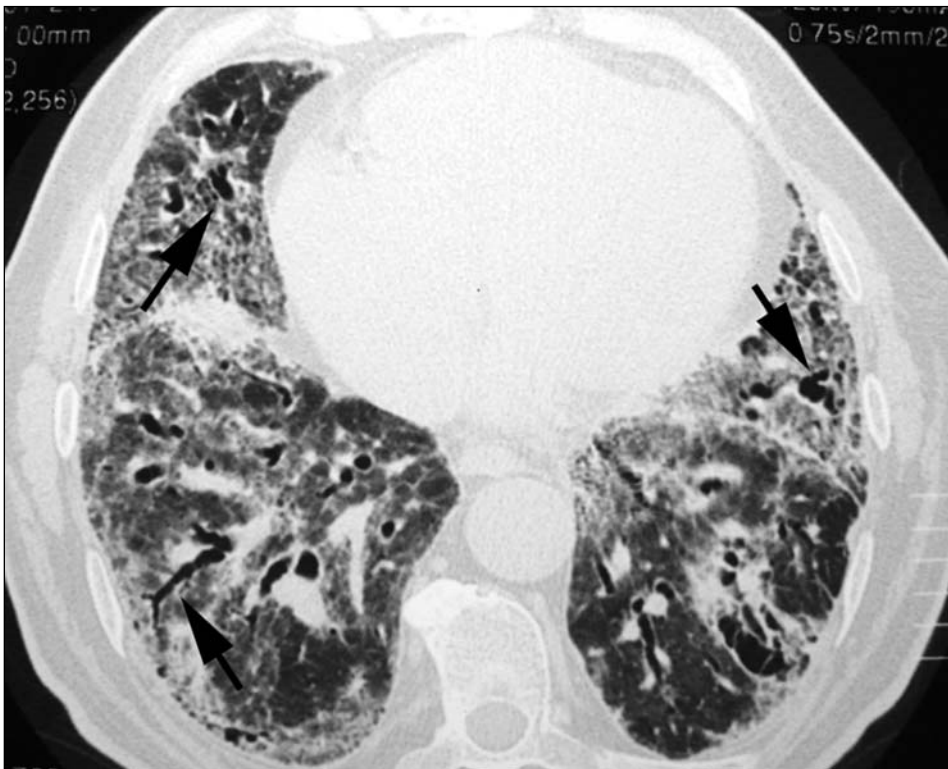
TC de tórax en plano transverso, en ventana de pulmón y corte a través de LLII pulmonares en paciente con FPCE que presenta una patrón de NINE. Se observan extensas áreas de densidad en vidrio deslustrado en ambos LLII, con presencia de imágenes de bronquiectasias de tracción (flechas) que traducen la presencia de fibrosis.
